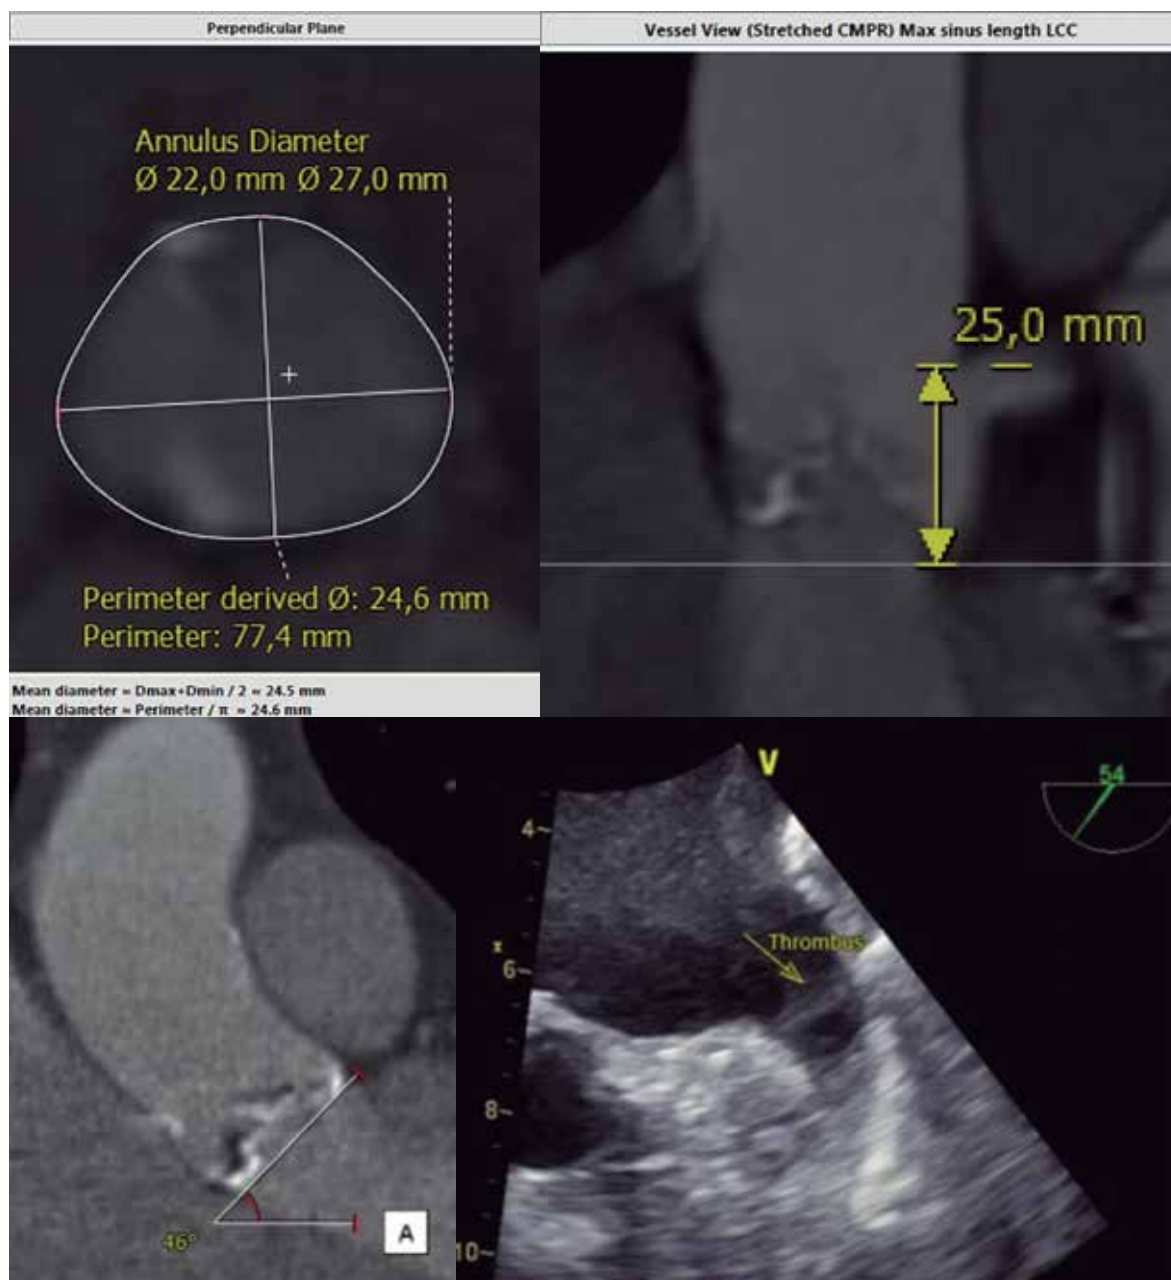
Evaluación de la perimetría del anillo, altura coronaria, angulación anular y presencia de trombos endocavitarios por Angiotomografía multicorte. Nótese la posibilidad del análisis multiplanar.
